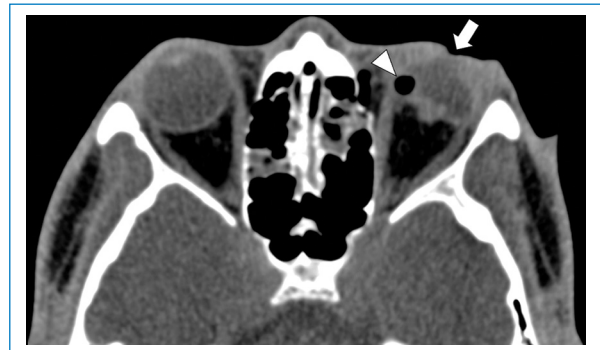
Rotura del globo ocular con laceración corneal del ojo izquierdo. TC sin medio de contraste de los ojos en plano axial y ventana de tejidos blandos que demuestra disminución del tamaño del globo ocular izquierdo con pequeña burbuja de aire en su interior (cabeza de flecha) y cambios en sus contornos por rotura. También hay pérdida del espacio de la cámara anterior y no se identifica el cristalino, hallazgos en relación con laceración corneal y expulsión del cristalino.
